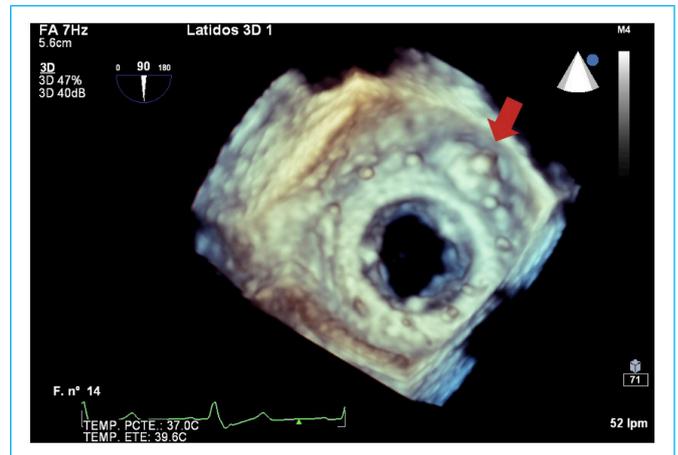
Ecocardiograma transesofágico tridimensional (ETE 3D), vista “In Face” de la prótesis biológica mitral, donde se observa el dispositivo implantado en el orificio de la fuga paravalvular (flecha roja).
